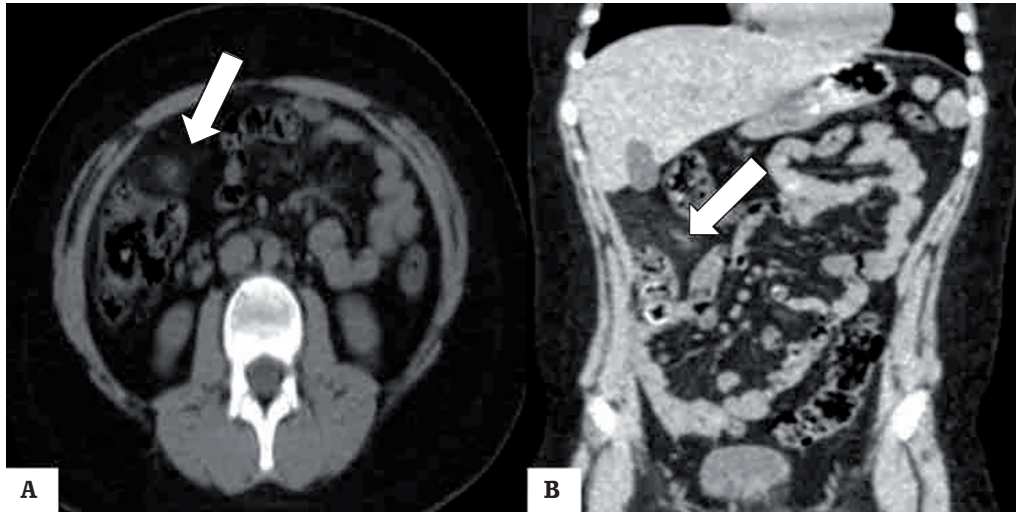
Tomografía computarizada con vista axial (A) y coronal (B) del abdomen. La flecha señala tumoración de densidad grasa con pequeños vasos omentales giratorios presentes y cambios inflamatorios con leve engrosamiento reactivo del intestino adyacente. Fuente: el autor.
